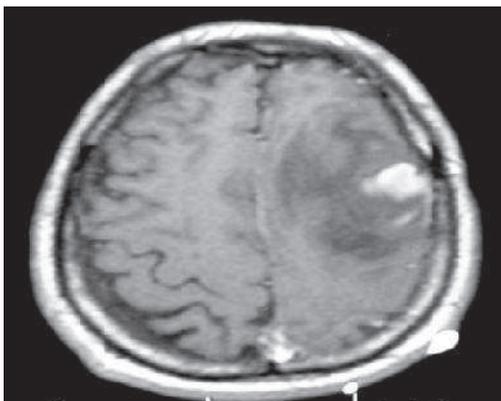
Coupe IRM cérébrale préopératoire : Lésion frontale gauche en hyposignal T1 avec rehaussement central évoquant un gliome infiltrant de bas grade. Cette lésion refoule la circonvolution frontale ascendante (FA), aire motrice primaire (AMP), en arrière et efface le sillon de Rolando, bien reconnu à droite à sa forme en oméga.
